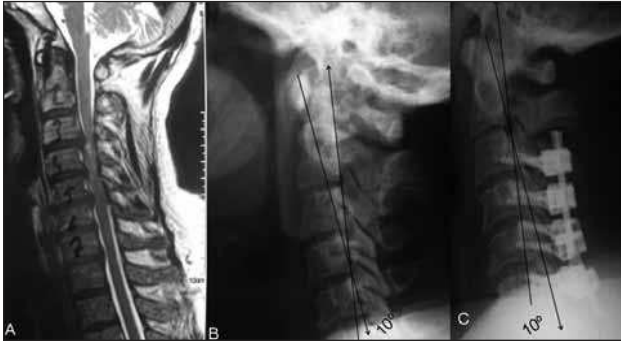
Daha önce tanımlandığı üzere⁸ 2. servikal vertebra'nın korpusunun (Dens axis) arka yüzüne çizilen paralel hat ile 7. servikal vertebra'nın arka yüzüne çizilen paralel hattın kesişmesi ile oluşan açı servikal lordoz açısıdır. A: Ameliyat öncesi (AÖ) manyetik rezonans görüntülemesi, B: AÖ'si yan servikal x-ray grafisi C: Ameliyat sonrası (AS) yan servikal x-ray grafisi. Servikal lordoz açıları resmin üzerinde ölçülerek gösterilmiştir.
